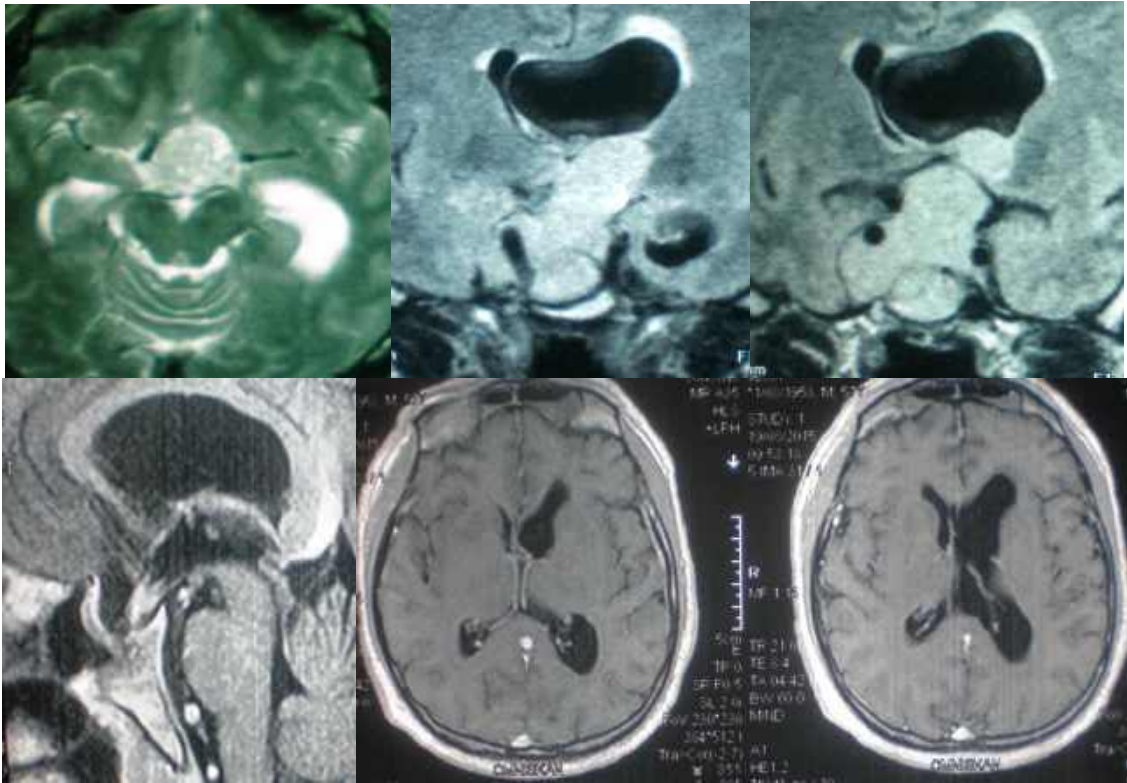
Спостереження №441. Хворий Г-ий, 43 р. № історії хвороби 150379 Ендосупрапараселярна велетенська інвазивна ГНАГ, асиметрична оклюзійна гідроцефалія. МРТ до і після (1 доба) трансназального видалення пухлини.
